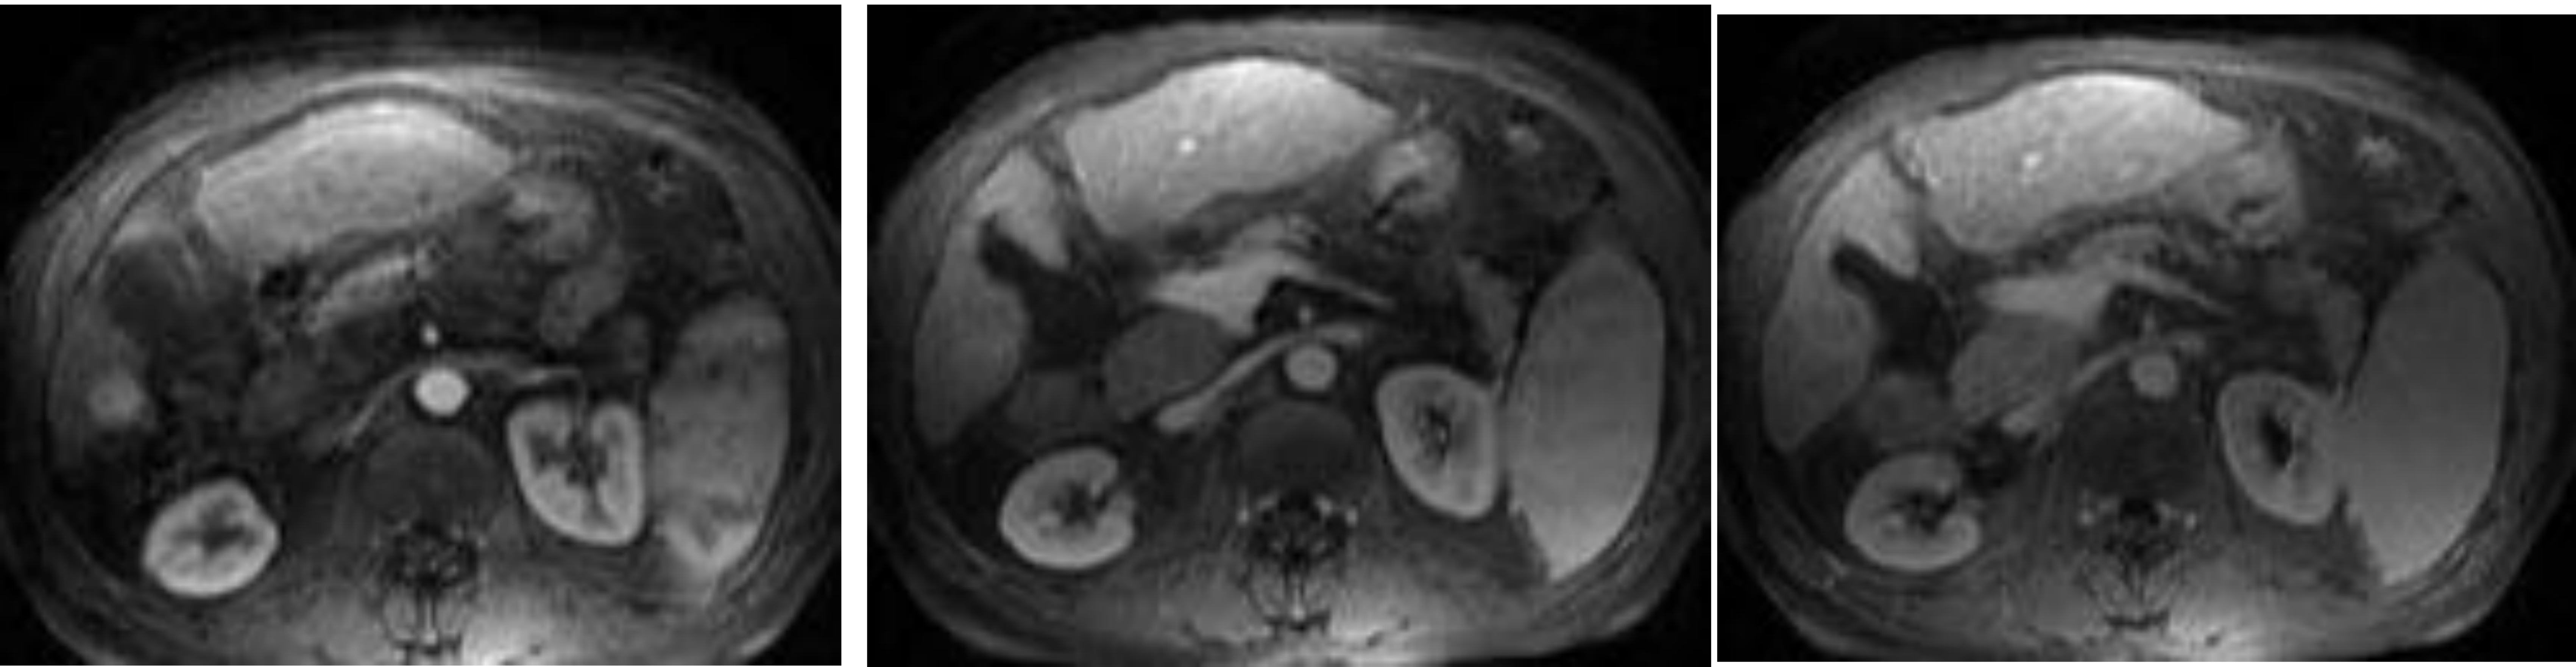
RM hepática en la que se observa una formación nodular de 22 mm en el segmento VI, hipercaptante en fase arterial con lavado en fase portal y tardía. Diagnóstico de hepatocarcinoma en hígado cirrótico.
